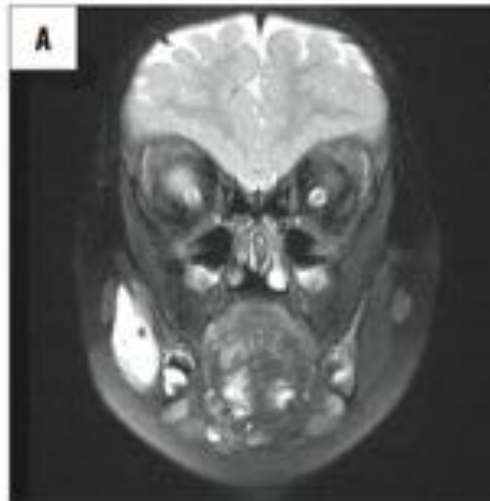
DDTM ở vùng má phải trước cơ cắn trên MRI. Khối tăng tỷ trọng trên T2-weighted (A), có tỷ trọng tương tự với cơ trên T1-weighted (hình mũi tên – B), ngấm thuốc mạnh sau tiêm đối quang từ đặc biệt là phần trung tâm của khối (C), không thấy tín hiệu dòng chảy trên gradient-echo (D).
